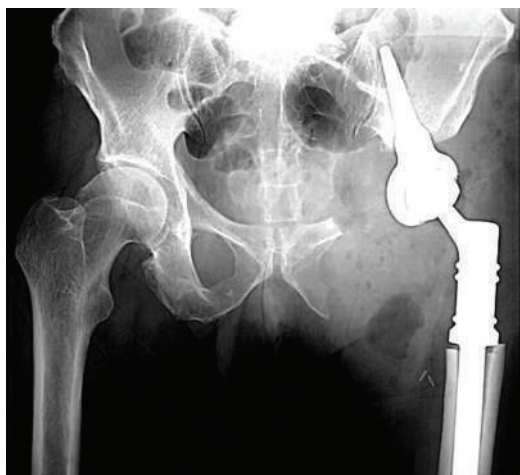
Рентгенография костей таза в прямой проекции после выполнения параацетабулярной резекции с эндопротезированием модульным эндопротезом на основе конической ножки
